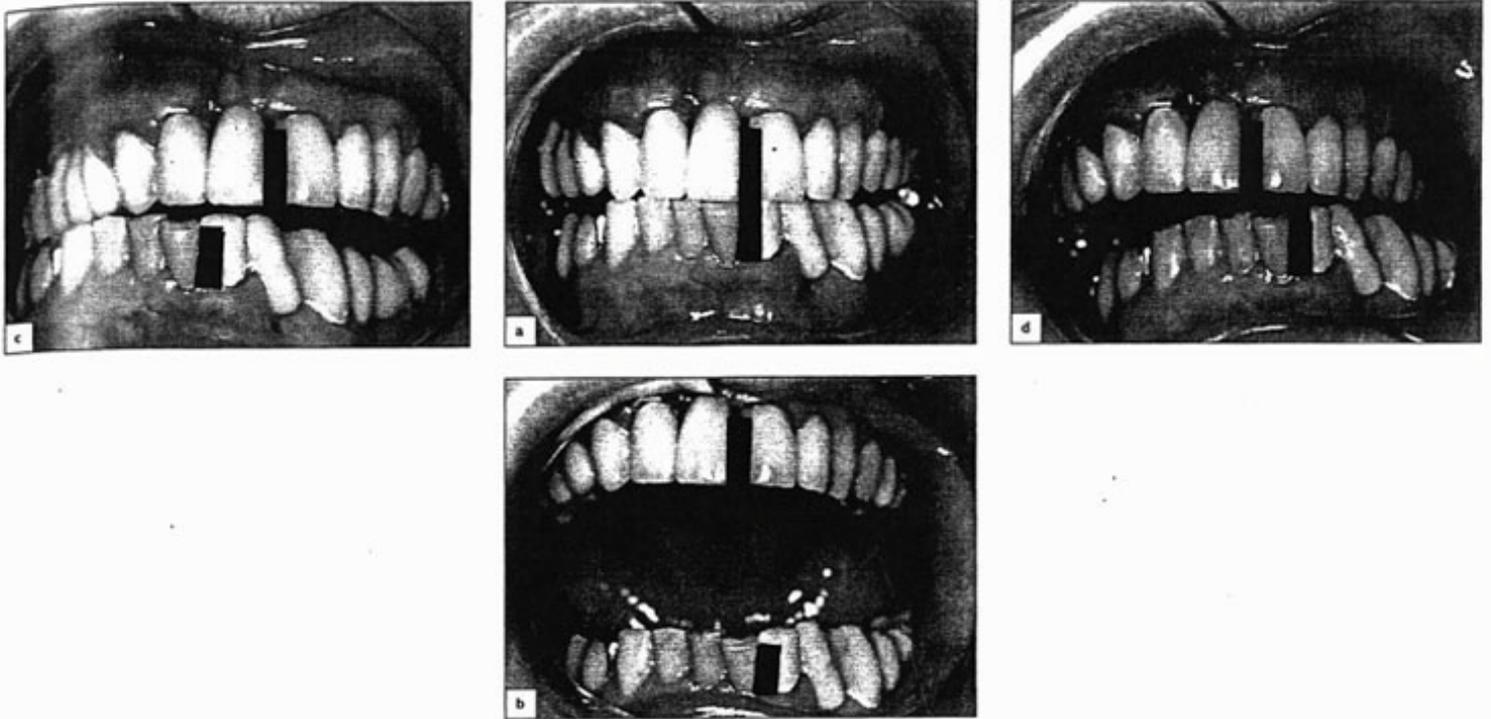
Una mujer de 56 años de edad con un desplazamiento crónico sin reducción del disco de la ATM izquierda. La enfermedad comenzó un año antes. (a) Posición de intercuspidadación. (b) La apertura de la boca está limitada, aunque menos que durante la fase aguda. La línea media mandibular se desvía hacia el lado izquierdo afecto. La laterotrusión es normal tanto hacia el lado derecho no afecto (c) como hacia el izquierdo afecto (d). (e) Artrotomografía de doble contraste durante el cierre de la boca mostrando un disco biconvexo claramente deformado (flecha) anterior al cóndilo. La unión posterior del disco se elonga y se pliega en la fosa de la articulación. (f) Tomografía de doble contraste en boca abierta que muestra el disco deformado (flecha) por delante del cóndilo y de la elongada unión posterior del disco.
